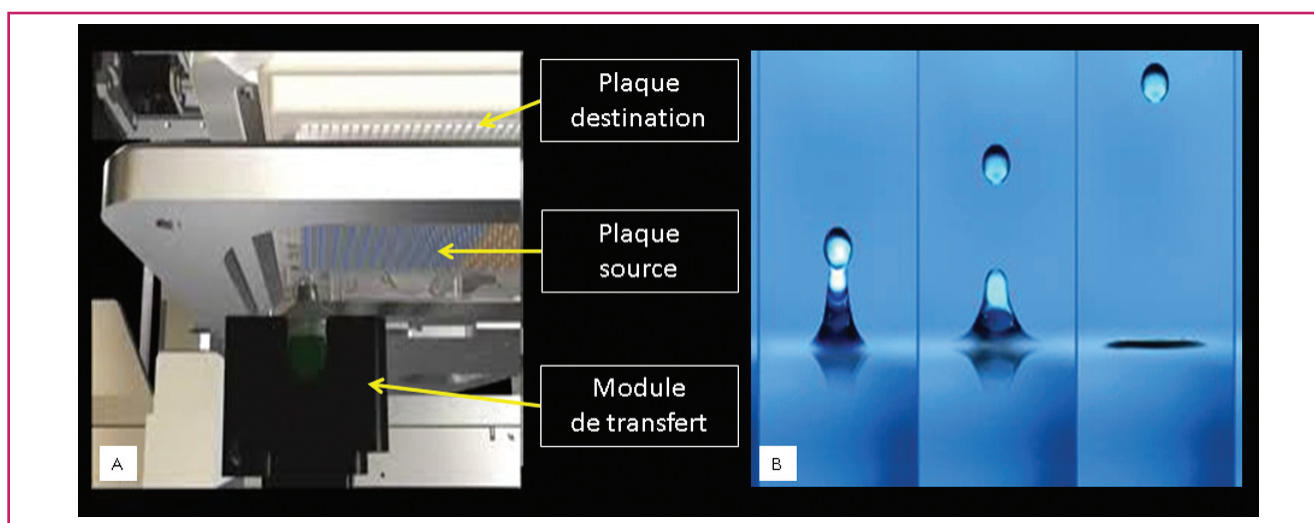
Appareil de transfert de liquide sans contact Echo[®]555 (Labcyte Inc.) (A) utilisant l'énergie acoustique, qui provoque la projection d'une goutte de liquide vers le haut depuis la plaque source vers la plaque destination où elle ira se fixer au fond d'un puits. La taille de la goutte projetée (B) est déterminée par la fréquence de l'ultrason employée et peut varier de 2,5 à 25 nL.
